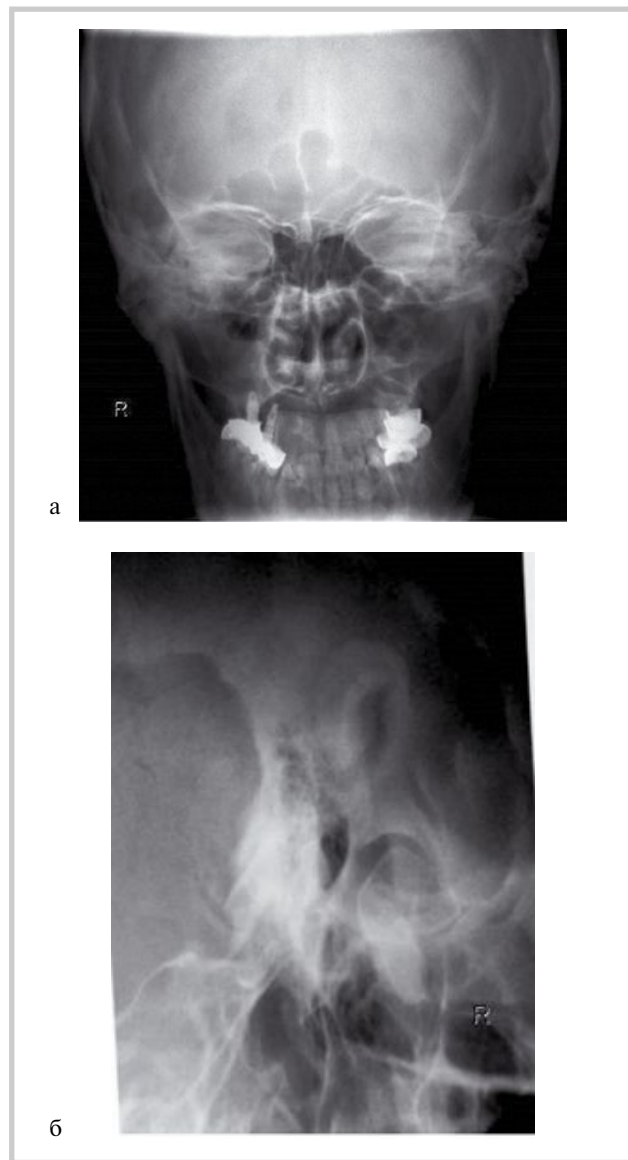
Пациент В., 31 год. Результат контрольного рентгеноконтрастного исследования (катетеризация правой слуховой трубы ушным катетером Гийота).
